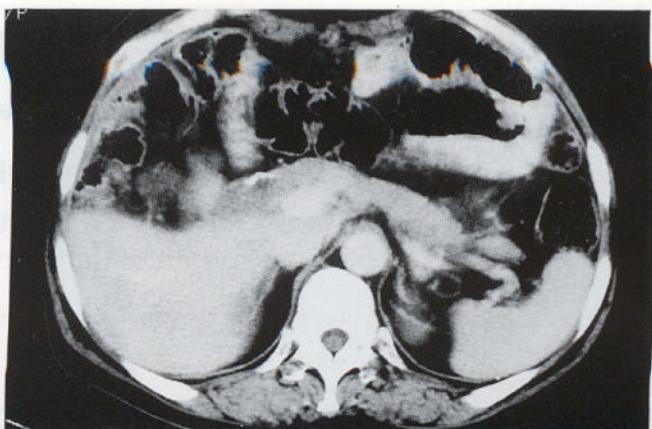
Follow up CT scan shows complete drainage of the abscess.
